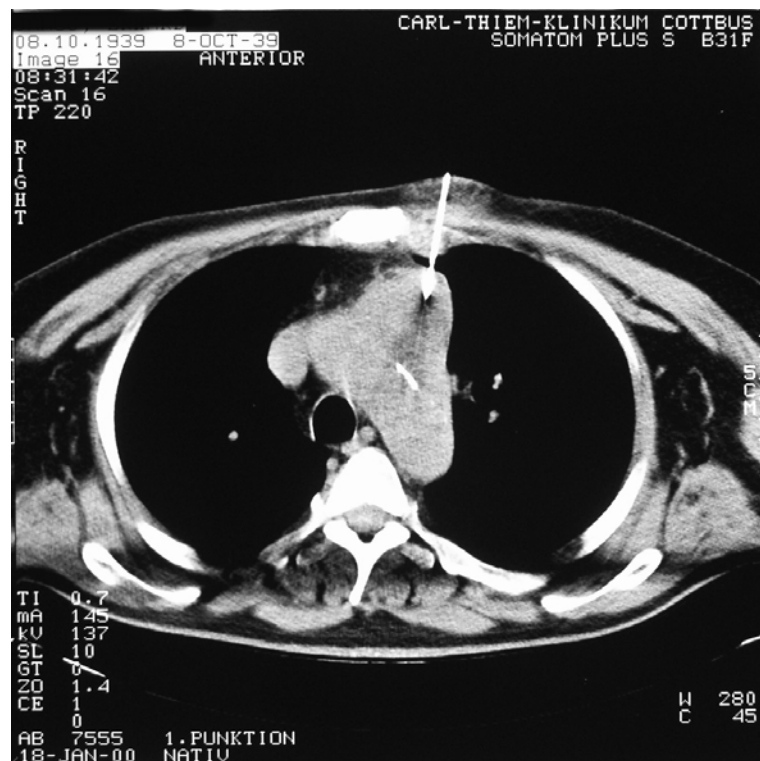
Punktion des Mediastinums, 60-jähriger Patient, Zugang von ventral-parasternal, tumoröse Raumforderung
